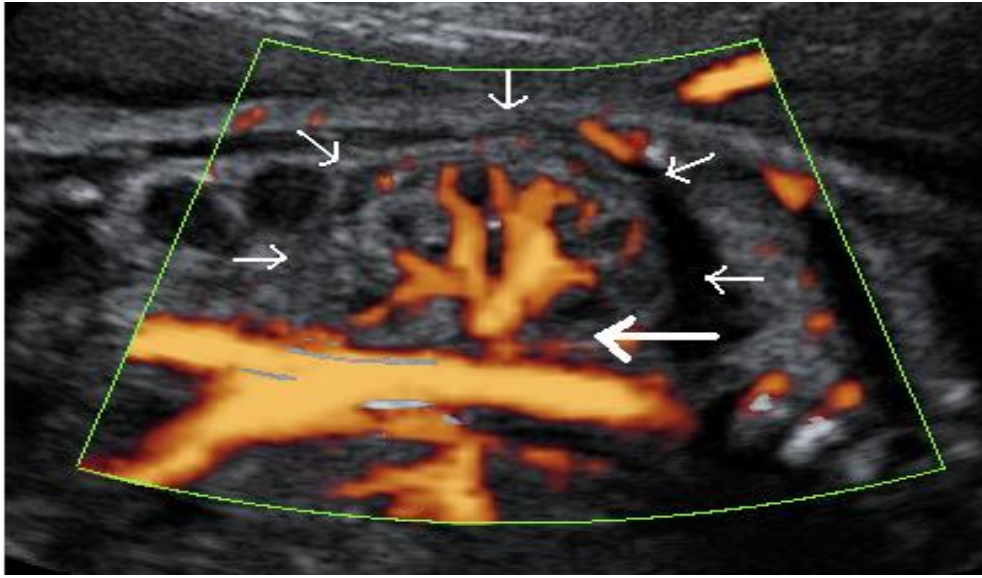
Corte coronal: imagem avaliando o rim fetal ao *Power Doppler*. A seta maior indica a artéria renal e as setas menores indicam os limites do rim.
